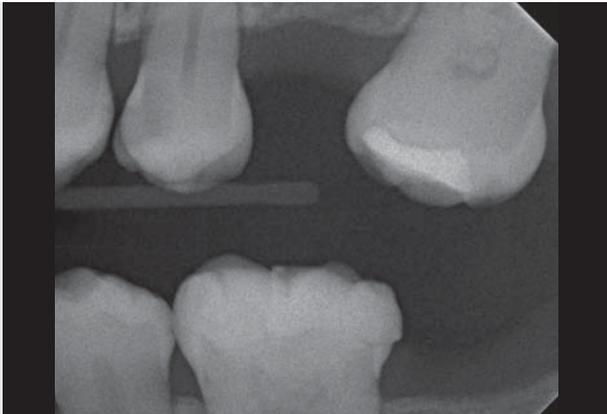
Röntgenkontrolle: Beide Materialien weisen eine sehr gute Röntgenopazität auf.
